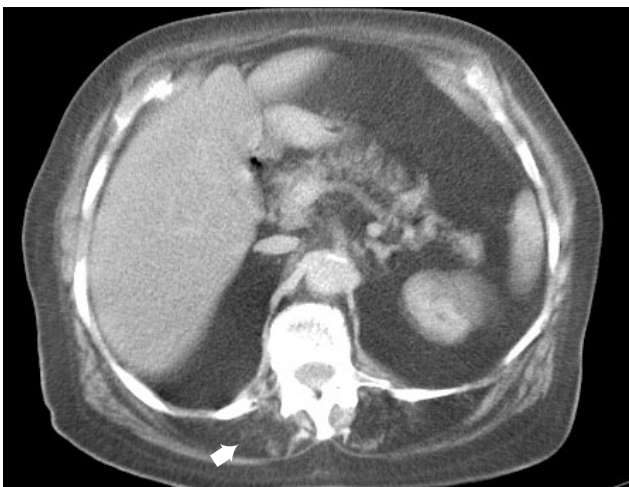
TAC de un paciente con camptocormia en donde se observa el reemplazo graso de los músculos paraespinales (flecha).
